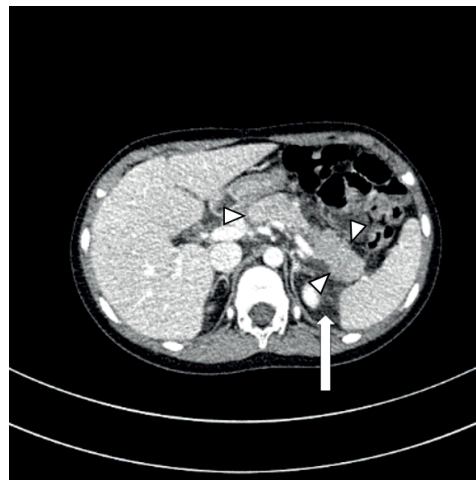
Computed tomography of the abdomen performed 3 days after the onset of epigastric pain. Axial image of computed tomography of the abdomen revealed diffuse pancreatic swelling (arrow head) with inhomogeneous enhancement, peripancreatic inflammation and fluid collection (arrow).
